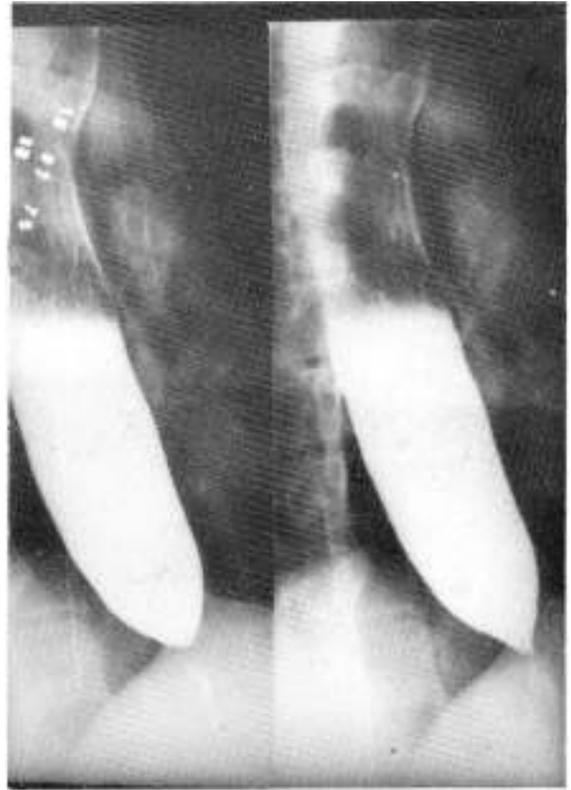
Postoperatorio: Radiografía 1 año después, donde se encuentra el esófago de calibre disminuido, con buen paso de sustancia de contraste y cámara aérea presente.
